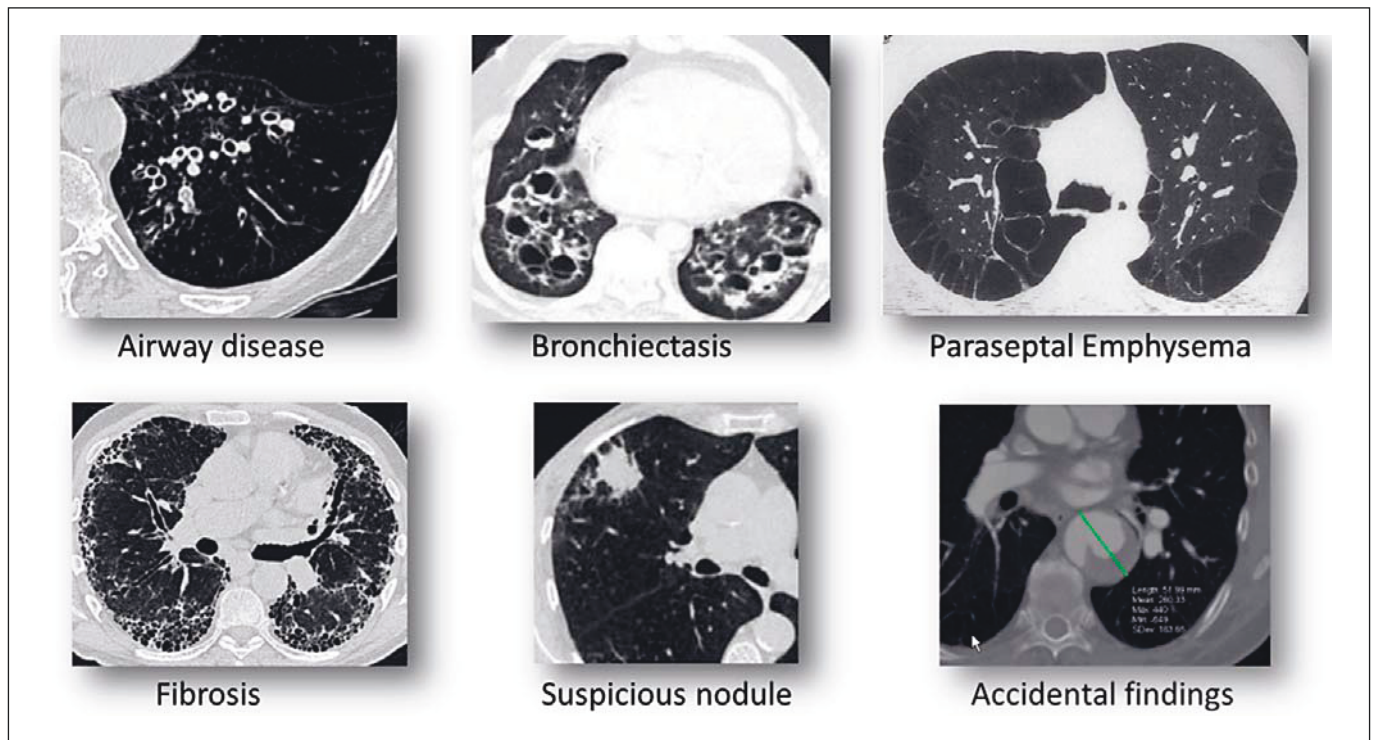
CT analysis revealing emphysema morphology not recommended for treatment.
